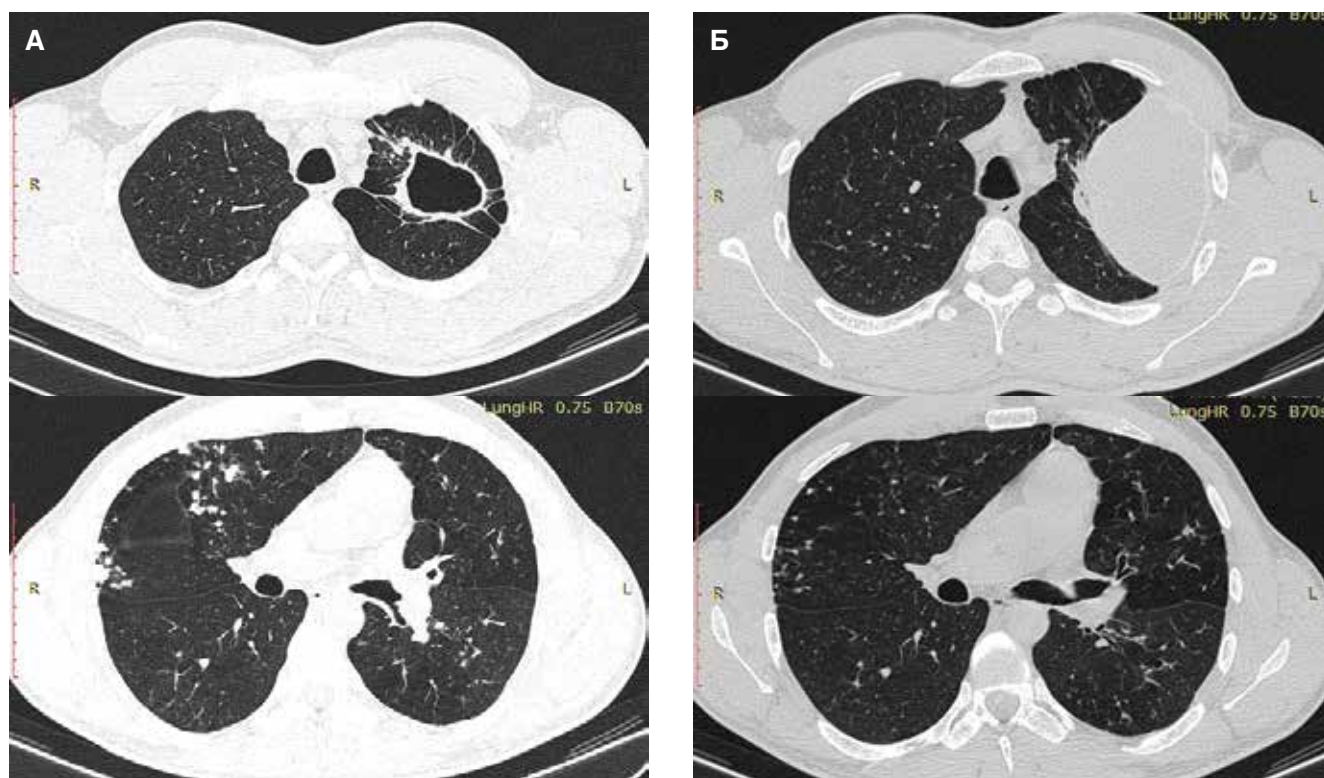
КТ ОГК пациентки А. 27 лет, ФКТ с двусторонним обсеменением, МЛУ МБТ, до (А) и через 3 мес. после операции ЭПСИ (Б). В дальнейшем – излечение туберкулеза
